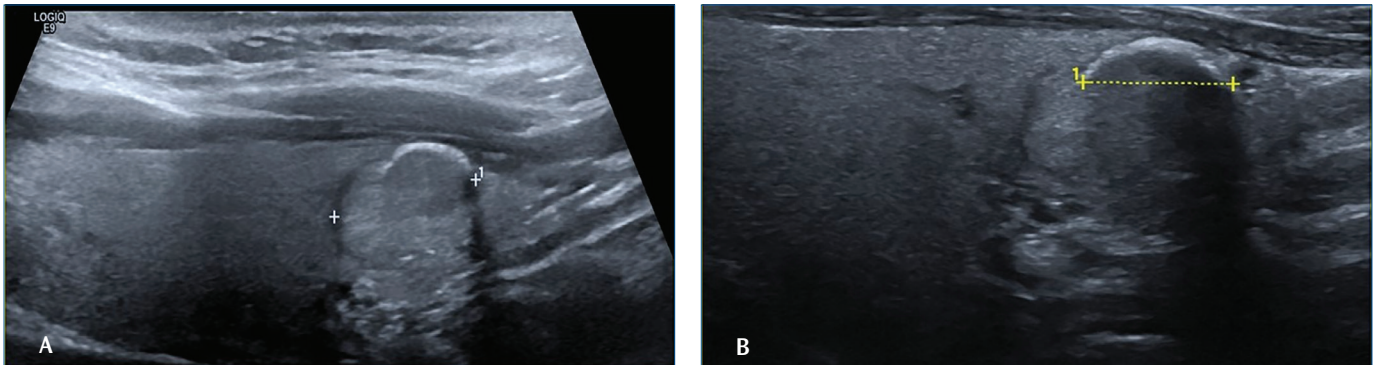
Elli dokuz yaşında erkek hastada, (A) Kapsülü yaylandıran ve eksizeyion sonrasındaki patolojik incelemede kapsül invazyonu saptanan papiller kanser; elastografide de tümör sert olarak kodlanmakta. (B) Aynı hastanın tipik metastaz düşündürücü, büyük-sferik-hipoeoik-hipovasküler, olası nekrotik boyun lenf nodları.
